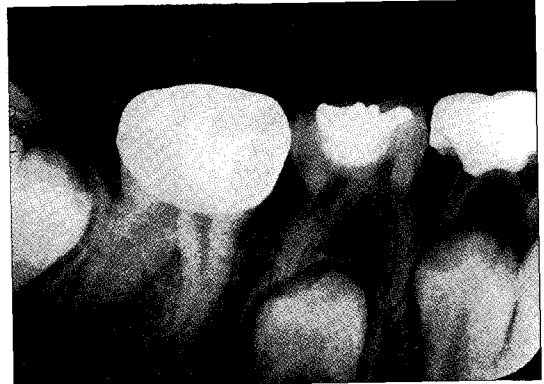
Radiograph after treatment
